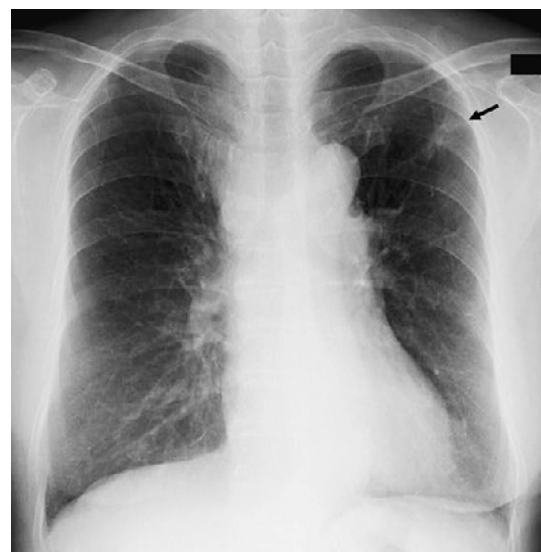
A chest radiograph showed a trabecular shadow (arrow) in the left upper lung field.
